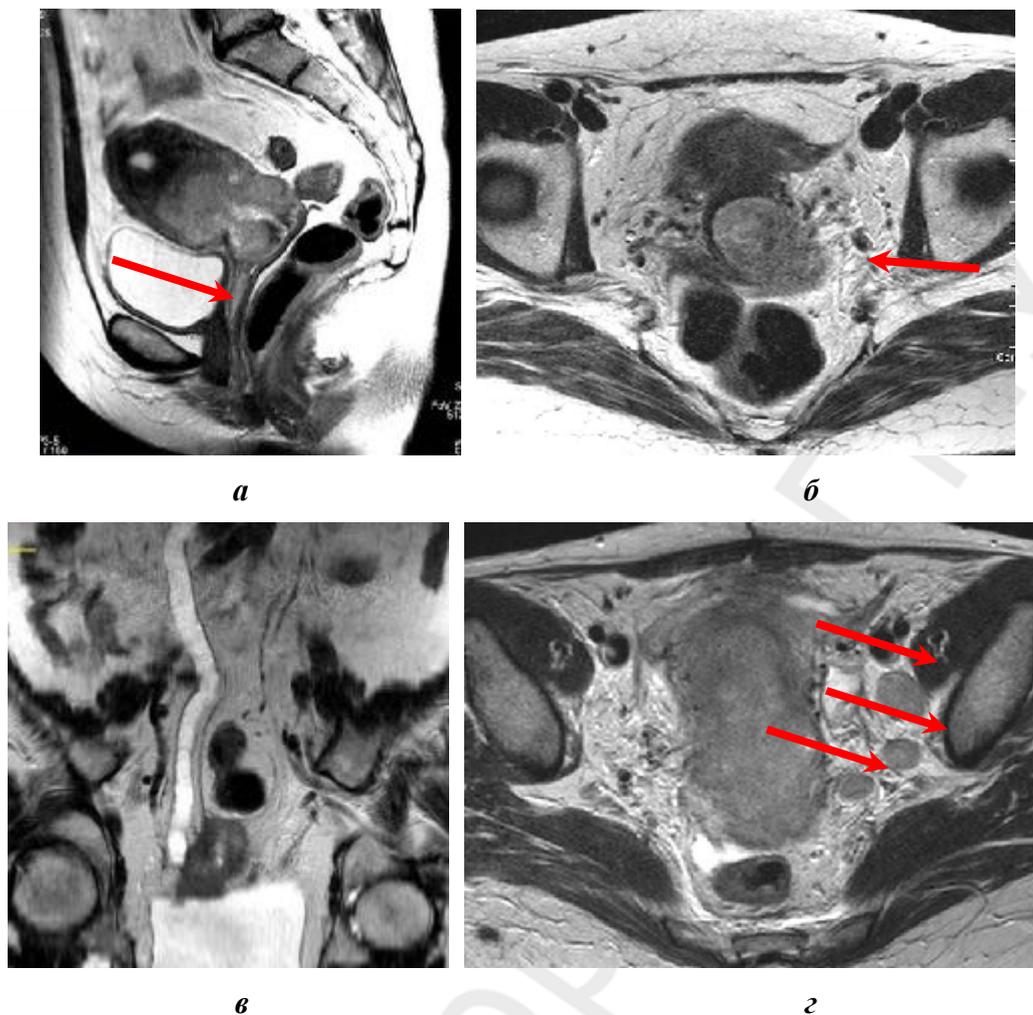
Данные МРТ: *а* — переход опухоли на стенку влагалища; *б* — инвазия опухоли в левый параметрий; *в* — инвазия опухоли в правый параметрий; *г* — метастазы в подвздошные лимфатические узлы
